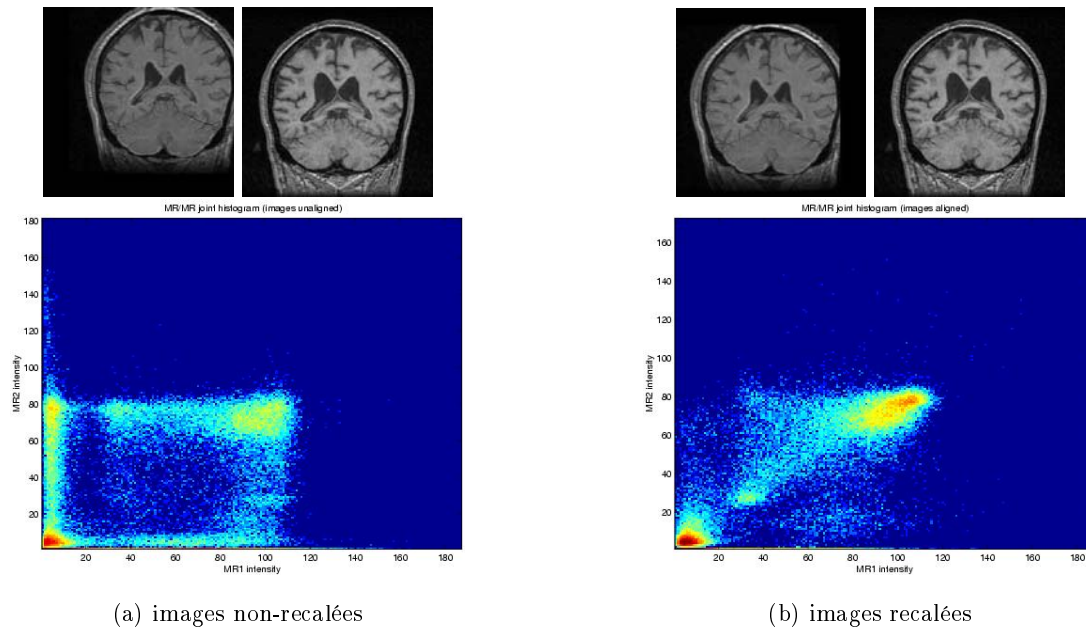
Histogramme conjoint de deux IRM cérébrales (coupes coronales représentées) calculé pour deux transformations différentes. Le patient souffre d'une production anormalement élevée de liquide céphalo-rachidien, ce qui explique la variation de volume des ventricules entre les deux acquisitions.
